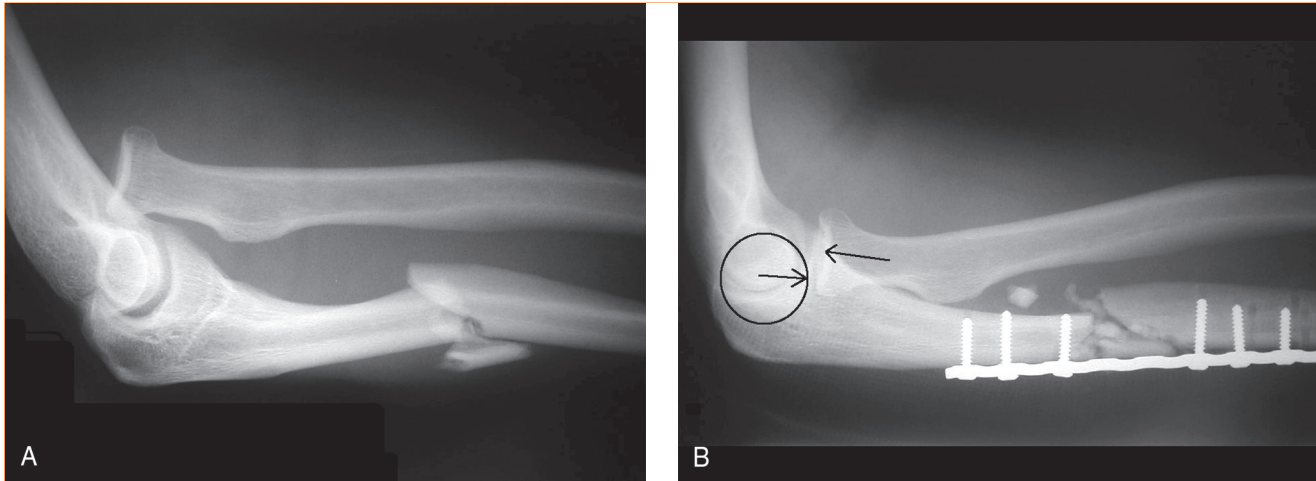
A, Radiografía lateral preoperatoria del codo que muestra una fractura de Monteggia, con fractura de la diáfisis proximal del cúbito y un desplazamiento anterior de la cabeza del radio asociado. B, Radiografía lateral postoperatoria obtenida tras el intento de fijación que resultó en mala reducción del eje cubital proximal. Esta mala reducción ha causado la subluxación anterior de la cabeza del radio. El círculo representa el cóndilo humeral; las flechas indican la cabeza del radio y el cóndilo humeral. En un codo reducido, estas flechas deben estar alineadas; nótese que la flecha que divide en dos la cabeza del radio es más anterior que la flecha que divide en dos el cóndilo humeral.
